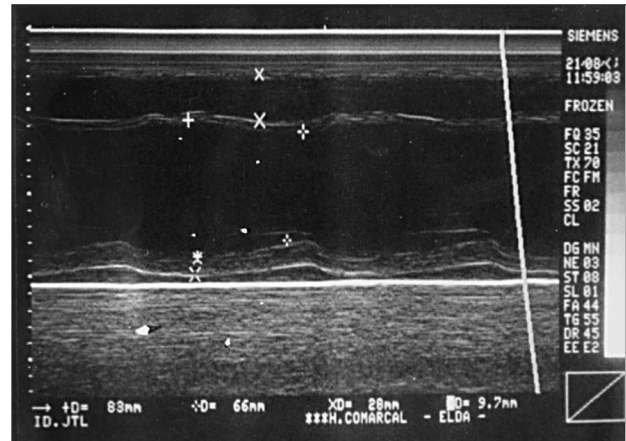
Ecocardiograma modo M al ingreso.
